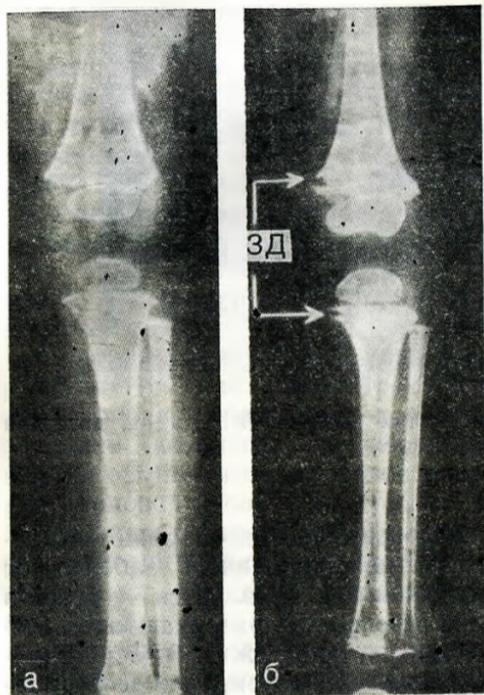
Рентгенограмма голени.
